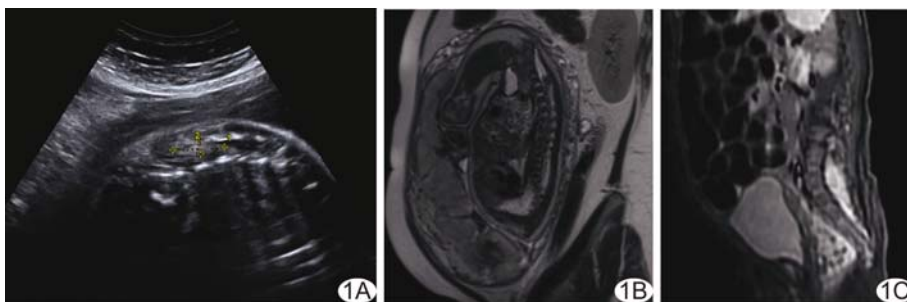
胎儿腰骶部椎管内脂肪瘤 A. 孕 27 周, 我院超声示胎儿 L3~5 水平可见稍强回声团, 边界清晰, 内回声均匀, 脊髓圆锥位置显示不清, 神经管闭合位置略后移; B. 孕 34 周, 外院 MR 检查示胎儿腰骶段椎管增宽, 内见一结节状略短 T2 异常信号, 边界清晰, 与马尾神经相连; C. 患儿出生后 1 个月我院 MR 检查示 L4 以下腰骶管膨大, 内见团状及线状不规则长 T2 信号, 脂肪抑制像呈低信号
